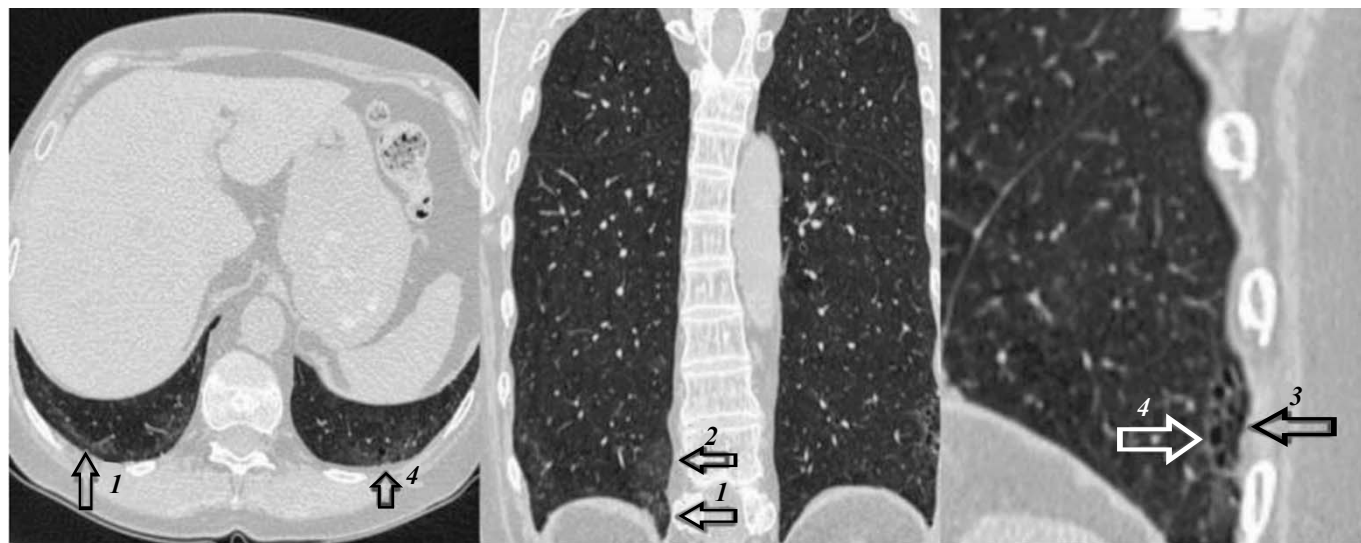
КТ-картина от 02.02.2019: 1 — ретикулярные изменения в базальных субплевральных отделах за счет утолщения междолькового интерстиция; 2 — умеренно выраженное уплотнение по типу «матового стекла» на фоне ретикулярных изменений; 3 — тракционные бронхоэктазы, бронхиолоэктазы в базальных субплевральных отделах; 4 — единичные участки фиброзных изменений по типу «сотового легкого», расположенные хаотично субплеврально, преимущественно в базальных отделах
